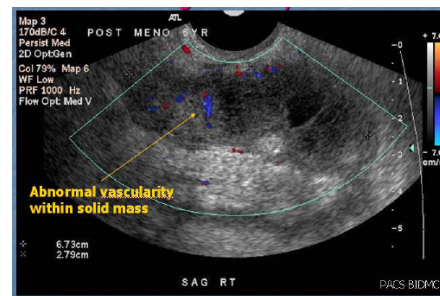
USG TVS pada kanker ovarium kanan dan kiri<sup>8</sup>
